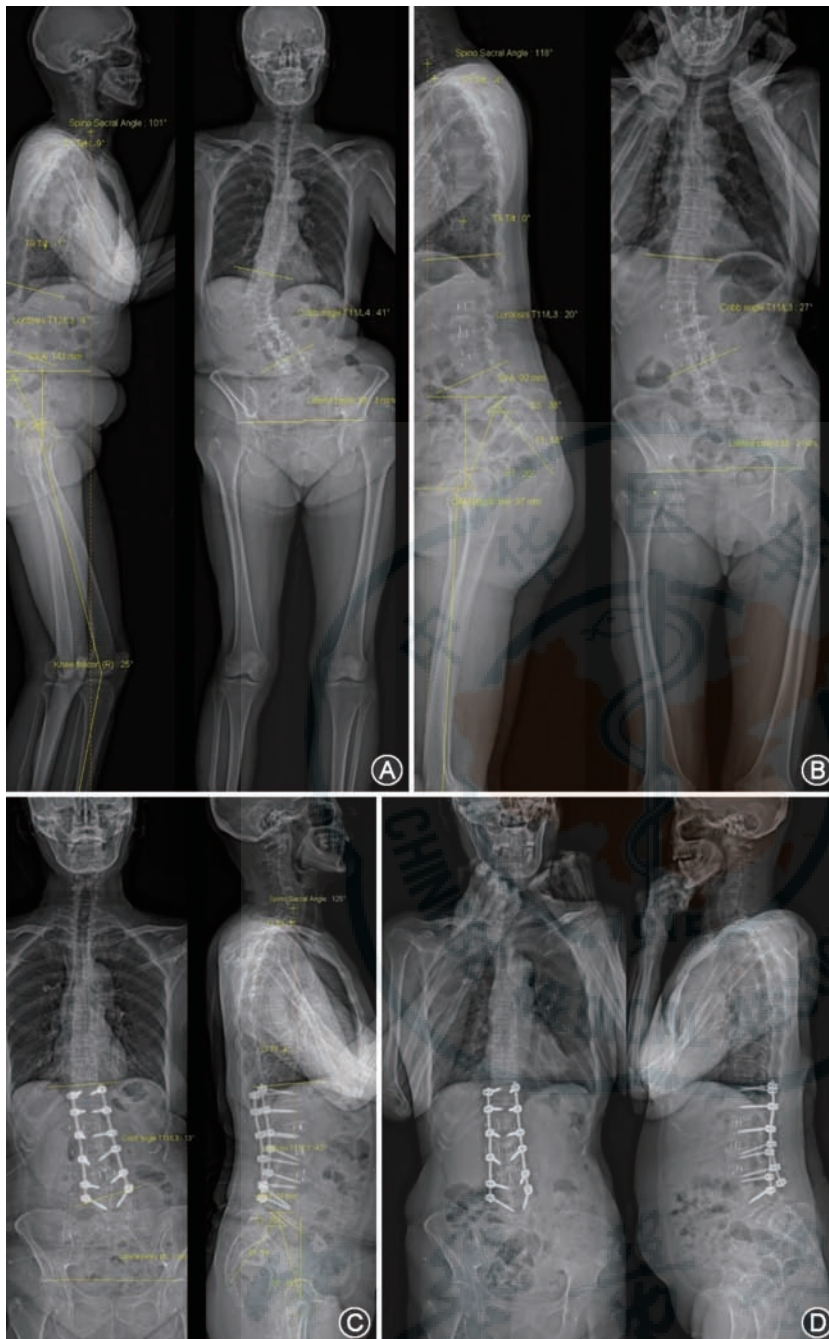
典型病例:患者女,64岁,退变性脊柱侧弯患者,应用EOS X线影像采集系统拍摄站立位脊柱全长X线片并使用EOS软件测量、评估脊柱冠状面和矢状面平衡参数。患者术前矢状面和冠状面严重失衡,Cobb角 46° ,骨盆投射角(PI)= 62° ,腰椎前凸角(LL)= 23° ,骨盆倾斜角(PT)= 25° ,矢状面垂直轴(SVA)= 143 mm (A);在 L_{1-4} 侧方行经腰大肌椎体间融合术植入融合器后,无论是冠状面还是矢状面的平衡都得到明显改善(Cobb 27° , PI= 58° , LL= 20° , PT= 20° , SVA= 92 mm)(B);2期后路植入经皮椎弓根螺钉后,畸形进一步矫正(Cobb 13° , PI= 54° , LL= 43° , PT= 18° , SVA= 34 mm)(C);术后30个月随访见患者冠状面和矢状面平衡维持良好,固定融合近端和远端未出现内固定失败和退变加重的情况(D)
